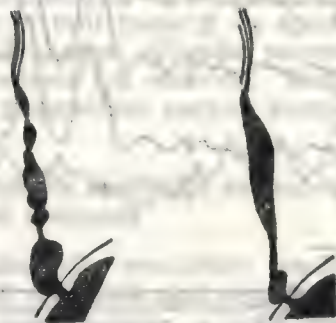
Spasme etajate esofagiene (schemă după radiografie) (reprodusă după Fouet P., 1974).
